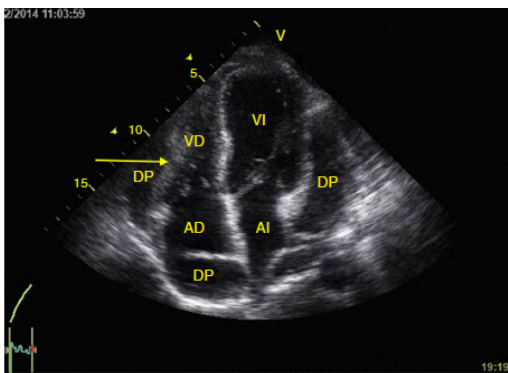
Ventana apical 4 cámaras mostrando taponamiento cardíaco. Observe el derrame pericárdico severo y la compresión sobre las cámaras derechas (flechas). AD: aurícula derecha; AI: aurícula izquierda; DP: derrame pericárdico; VD: ventrículo derecho; VI: ventrículo izquierdo.
